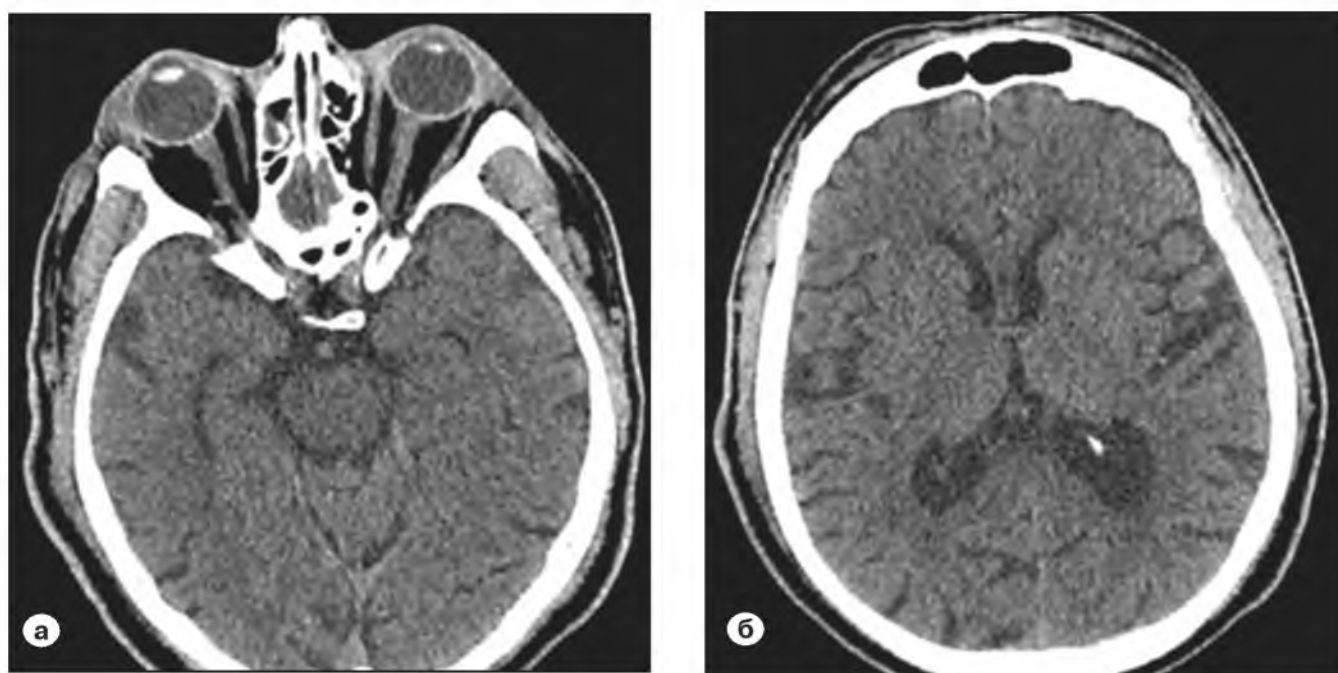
Компьютерная томография головного мозга через 24 часа после ТЭ.
